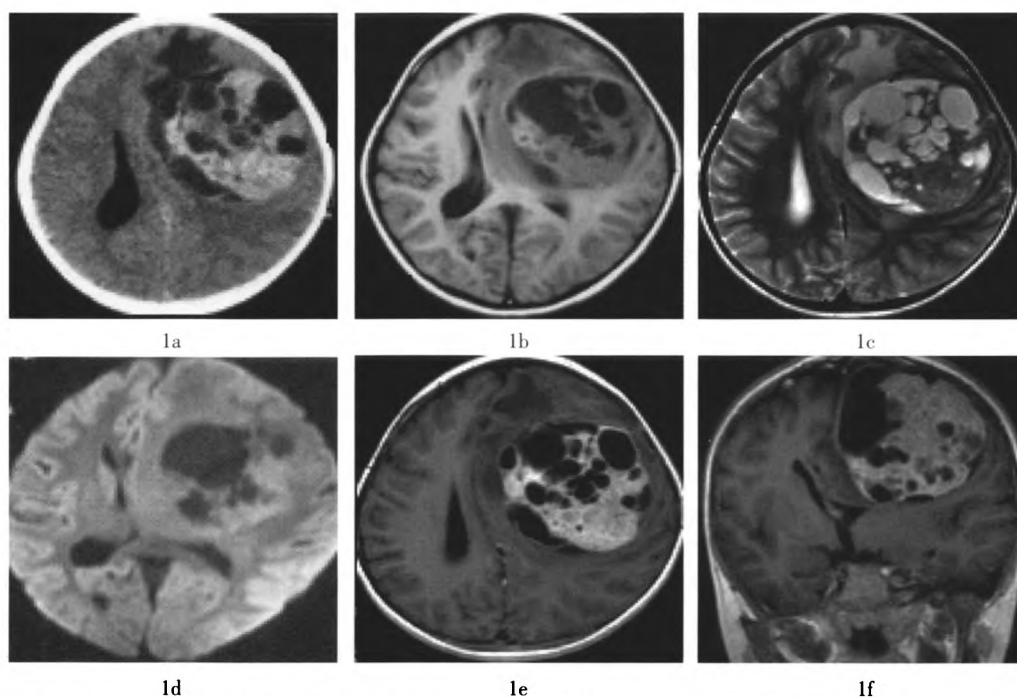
星形母细胞瘤患儿CT和MRI显像图 患儿女性, 7岁。图中, 1a: CT平扫于左侧额顶叶, 示分叶状囊实性稍高密度软组织肿块; 1b、1c: MRI平扫呈不均匀长T1长T2异常信号, 其内见多发大小不等囊状更长T1更长T2信号, 肿块内侧及前方脑组织见环形长T1长T2水肿带, 左侧脑室受压变形, 中线向右侧移位; 1d: 肿块实性部分扩散加权序列(b值=1000)呈稍高信号; 1e、1f: MRI增强扫描肿块明显不均匀强化, 囊变区无强化。
